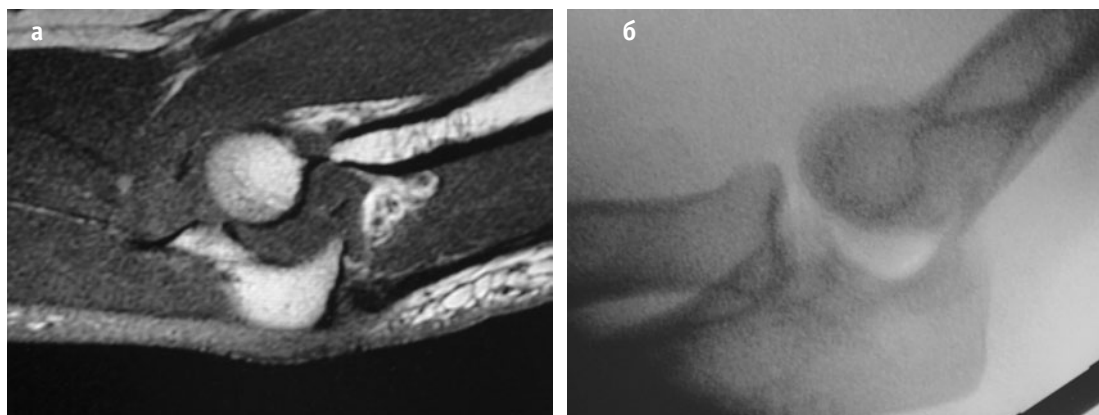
Неконцентрическая репозиция плечелоктевого сочленения при переломе венечного отростка I типа, что свидетельствует, скорее всего, о дополнительных связочно-капсульных повреждениях. (а) МРТ-срез. (б) Флюороскопическое исследование.
